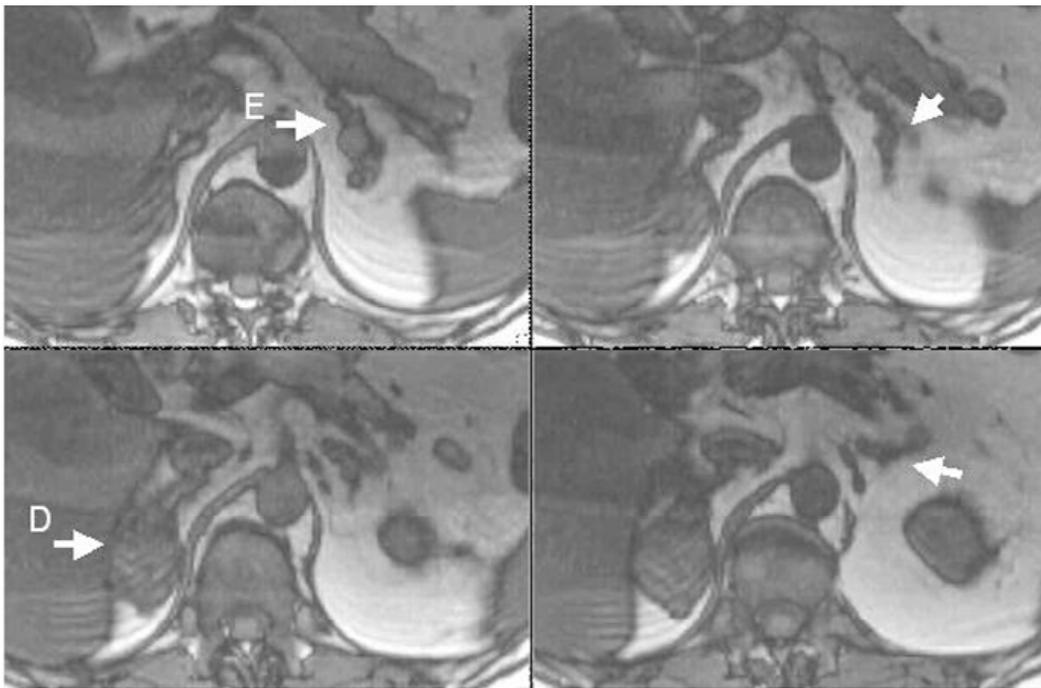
Corte de RM, axial, pesado em T1, fora de fase. As setas indicam as adrenais hiperplasiadas e compostas por múltiplos macronódulos, de tamanho variado. E - adrenal esquerda; D - adrenal direita.
